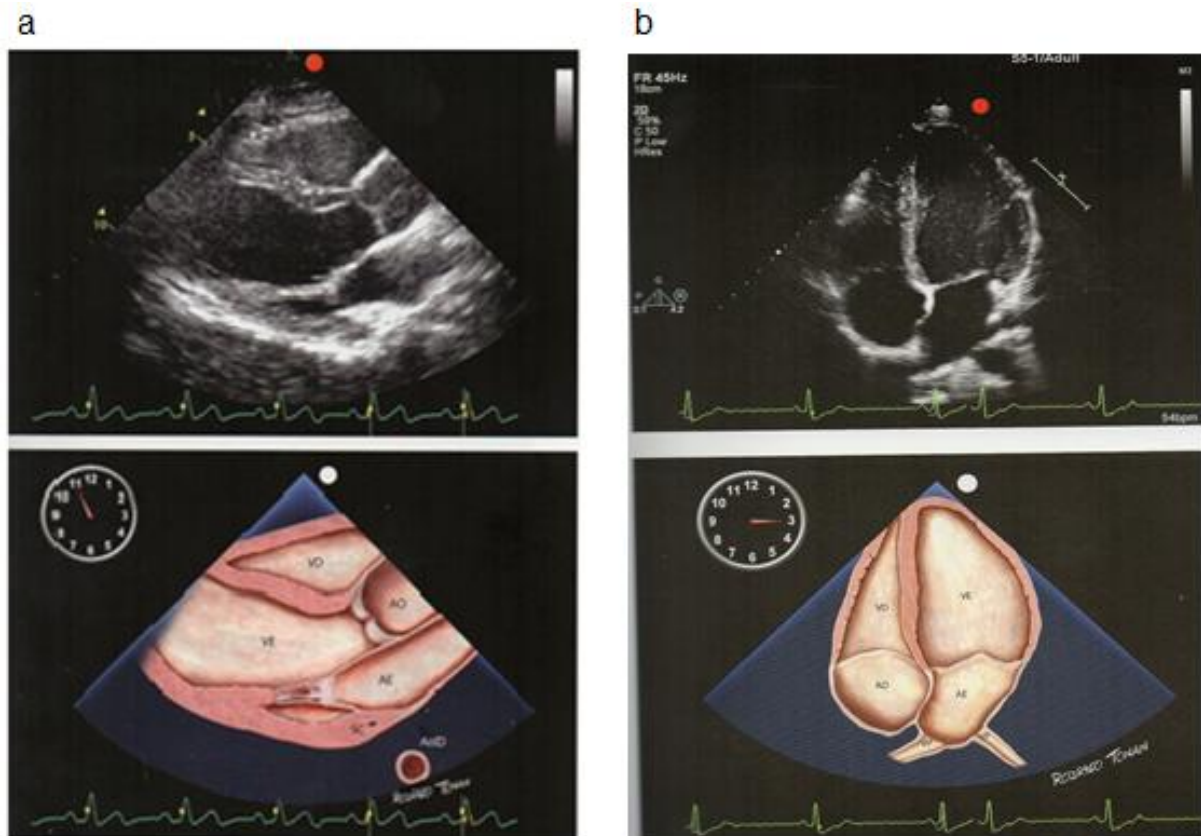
em (a) imagem paraesternal eixo longo com visualização do corte bidimensional do AE: átrio esquerdo, VE: ventrículo esquerdo, válvula mitral e aórtica, VD: ventrículo direito, AO: artéria aorta. Em (b) plano apical quatro câmaras. Fonte: Manual de Ecocardiografia de Wilson Matias Junior.
